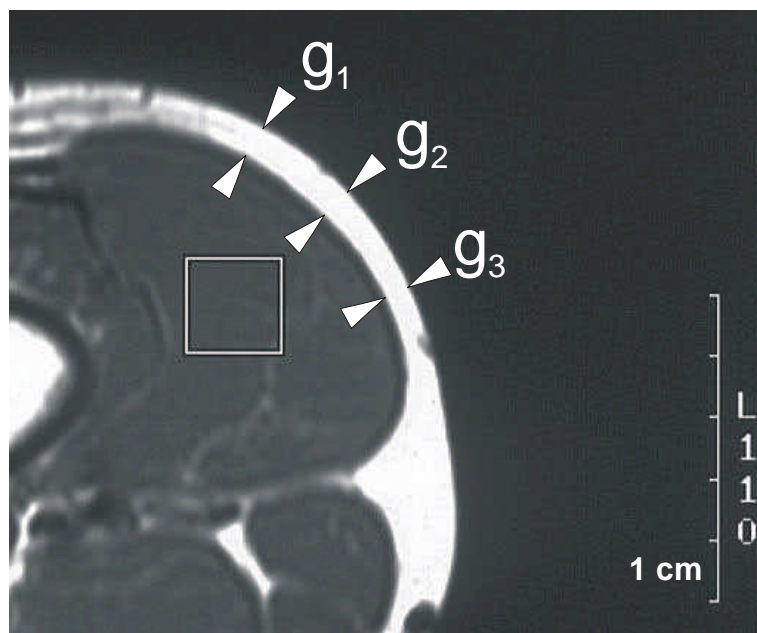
Imagen de MRI de la pierna de un jugador de futbol a la altura de la posición de la bobina de superficie para ^{31}P .MRS con indicación de los tres puntos g1, g2, g3) en que se midió el grosor de la grasa subcutánea para calcular el valor promedio usado para cada sujeto. Las mediciones se calibraron a partir de las divisiones (1cm) de la “regla” de la derecha.
